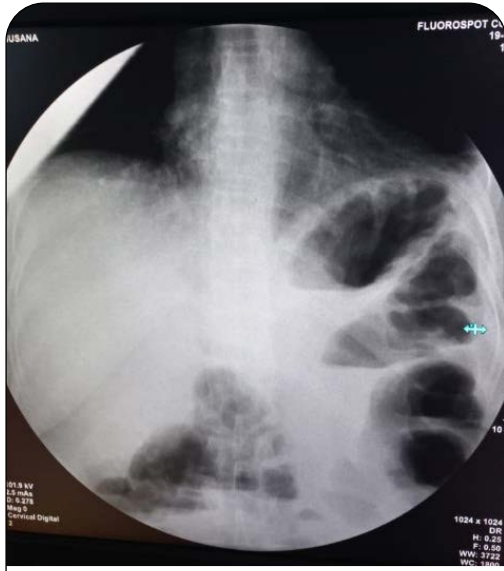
Radiografía de abdomen de pie donde se observan niveles hidroaéreos y dilatación colónica del lado izquierdo.
